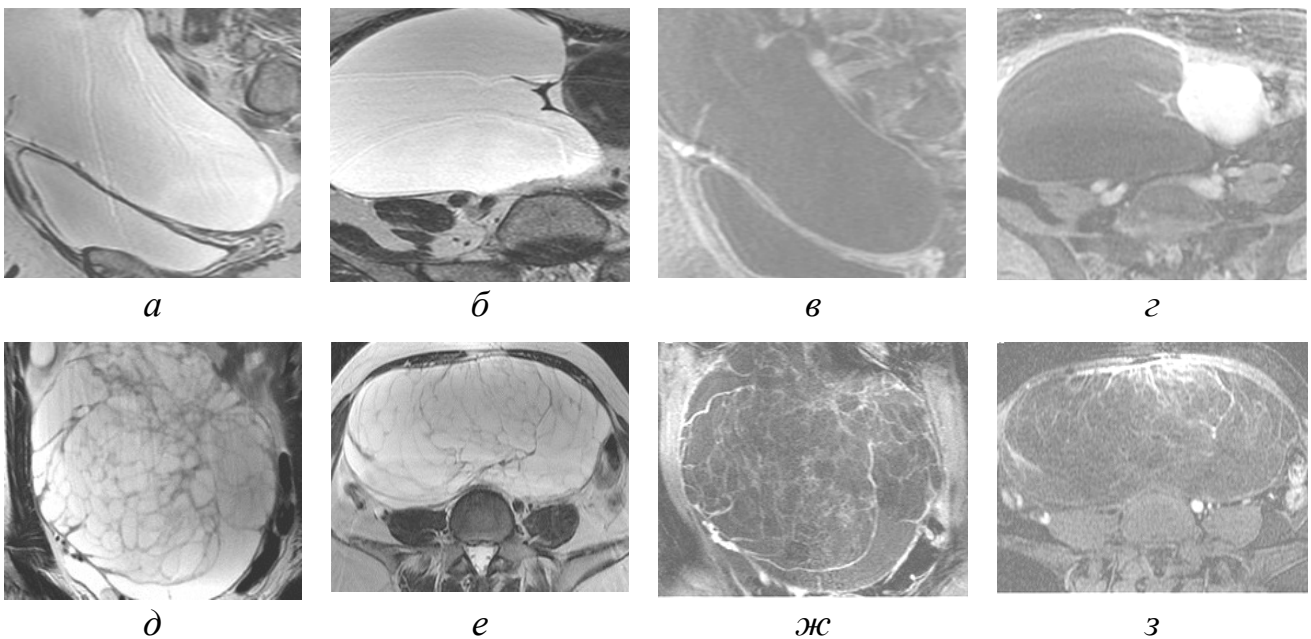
Магнітно-резонансна томографія. Серозна (а–г) і муцинозна (д–з) цистаденома. Сагітальні (а, д) і аксіальні (б, е) T2-зважені зображення показують гіперінтенсивність кістозного утворення. На сагітальних (в, ж) і аксіальних (г, з) з контрастуванням і пригніченням жиру T1-зважених зображеннях стінки кістом показують погане накопичення контрасту без вегетацій, вузловатості або наявності солідних компонентів
